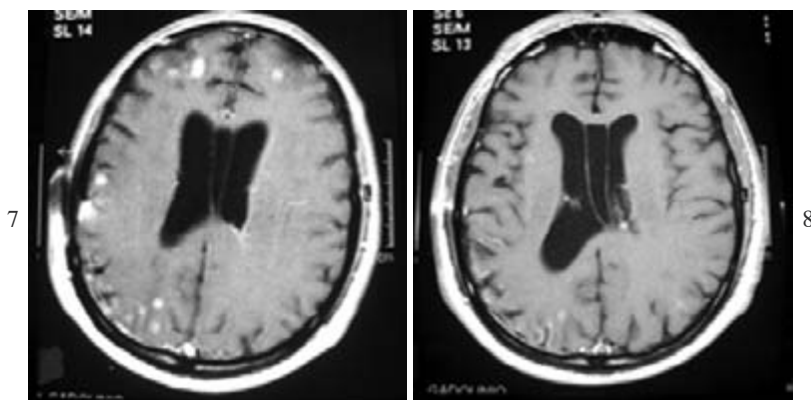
RMN dopo 15 gg di terapia con TMP/SMX.
